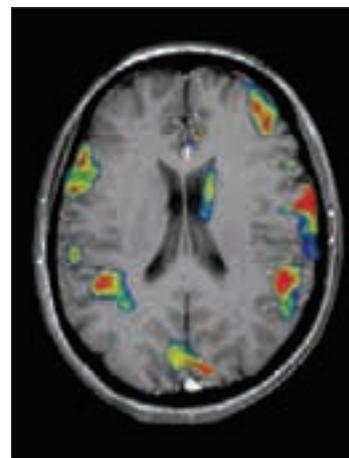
RMN Funcional. Aplicación estímulo 4 Kg/cm 2 en paciente afecto fibromialgia. (Cedida por Dres. J. Deus y J. Pujol).
